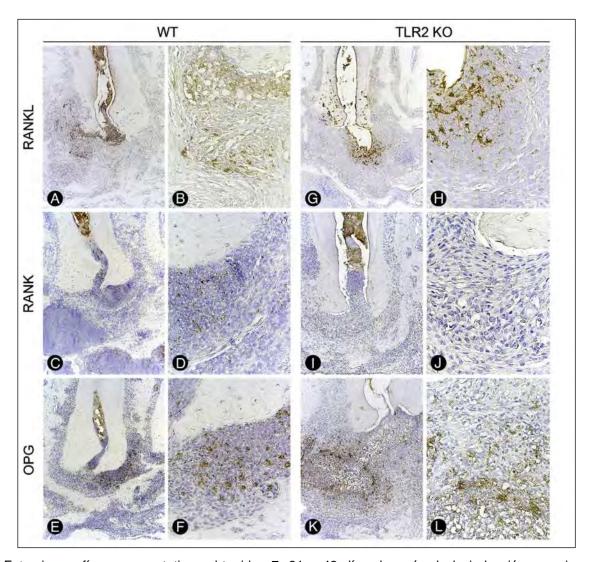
Fotomicrografías representativas obtenidas 7, 21 y 42 días después de la inducción experimental de lesiones periapicales (A-F) en WT y (G-L) TLR2 KO en animales con tinciones para inmunohistoquímica para la identificación de marcadores de osteoclastogénesis (RANK, RANKL y OPG) (magnificaciones 10x y 40x). (Bezerra, 2012)
